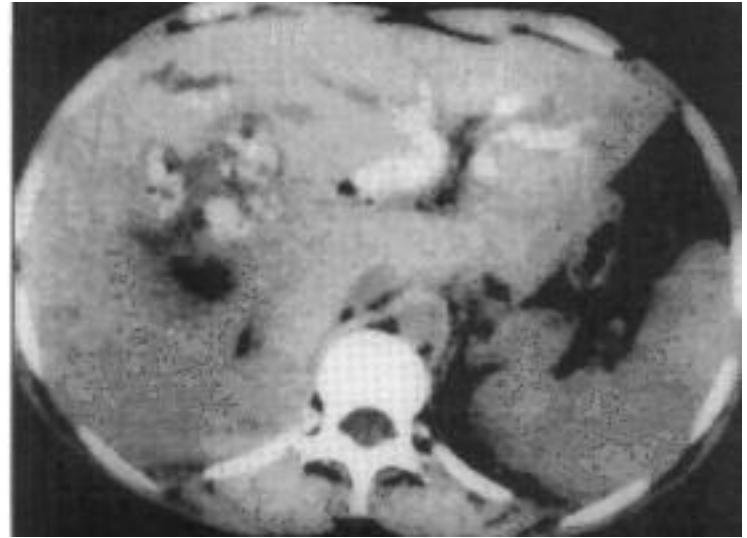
Tomografía axial computada que muestra litiasis intrahepática.
